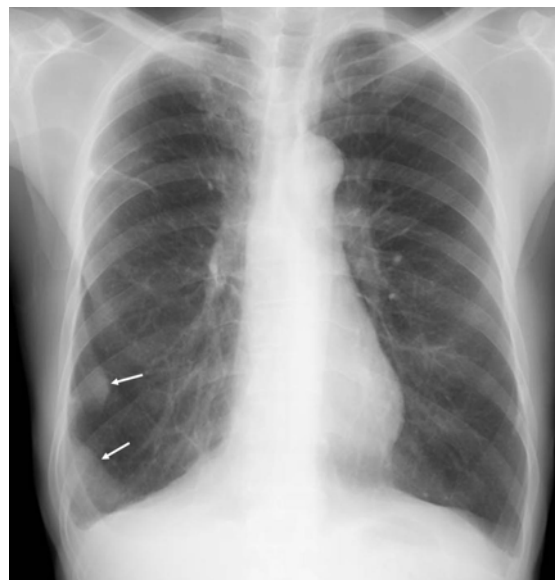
Multiple loculated pleural effusion. A chest radiograph shows two peripheral, partly well defined lesions (arrows) in the right lower lung zone, demonstrating both partial wall and extrapleural signs. The visualized borders are pencil-sharp.
